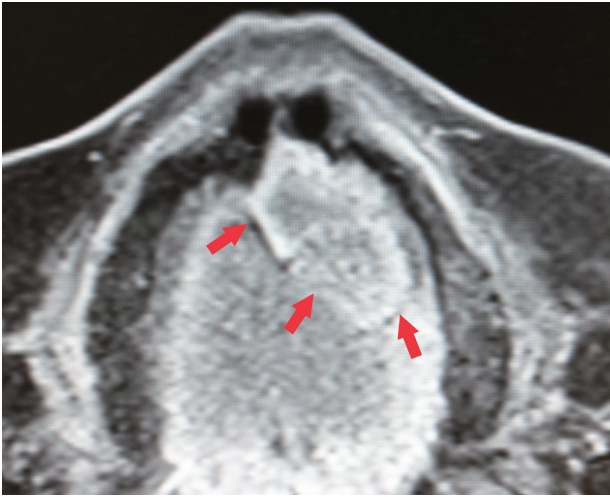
造影MRI (水平断) : 左側硬口蓋部に27×18×8mm, T2W1強調像で著明な低信号認める腫瘍性病変を認めた。CT所見同様に硬口蓋への浸潤は認めない。
